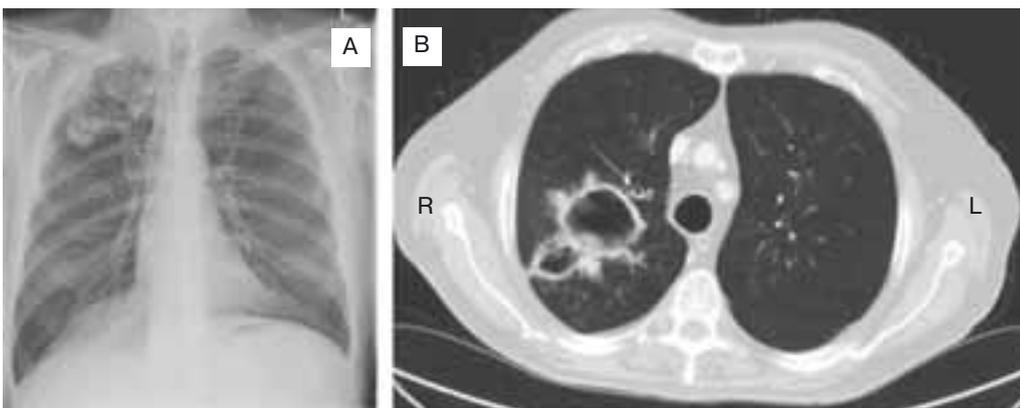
Подострый инвазивный аспергиллез у пациента с неоперабельным гепатоцеллюлярным раком, получавшего лечение сорафенибом (мультикиназный ингибитор с иммуносупрессивным воздействием на Т-клетки). А – на рентгенографии в верхней доле правого легкого видна большая неправильной формы полость, которая появилась одновременно с разнообразными клиническими симптомами через 6 нед. терапии сорафенибом; В – на компьютерной томограмме видна двойная полость с умеренным утолщением стенок, неровными внешними контурами и содержимым на фоне почти неизменной легочной ткани (L – левое, R – правое легкое)
